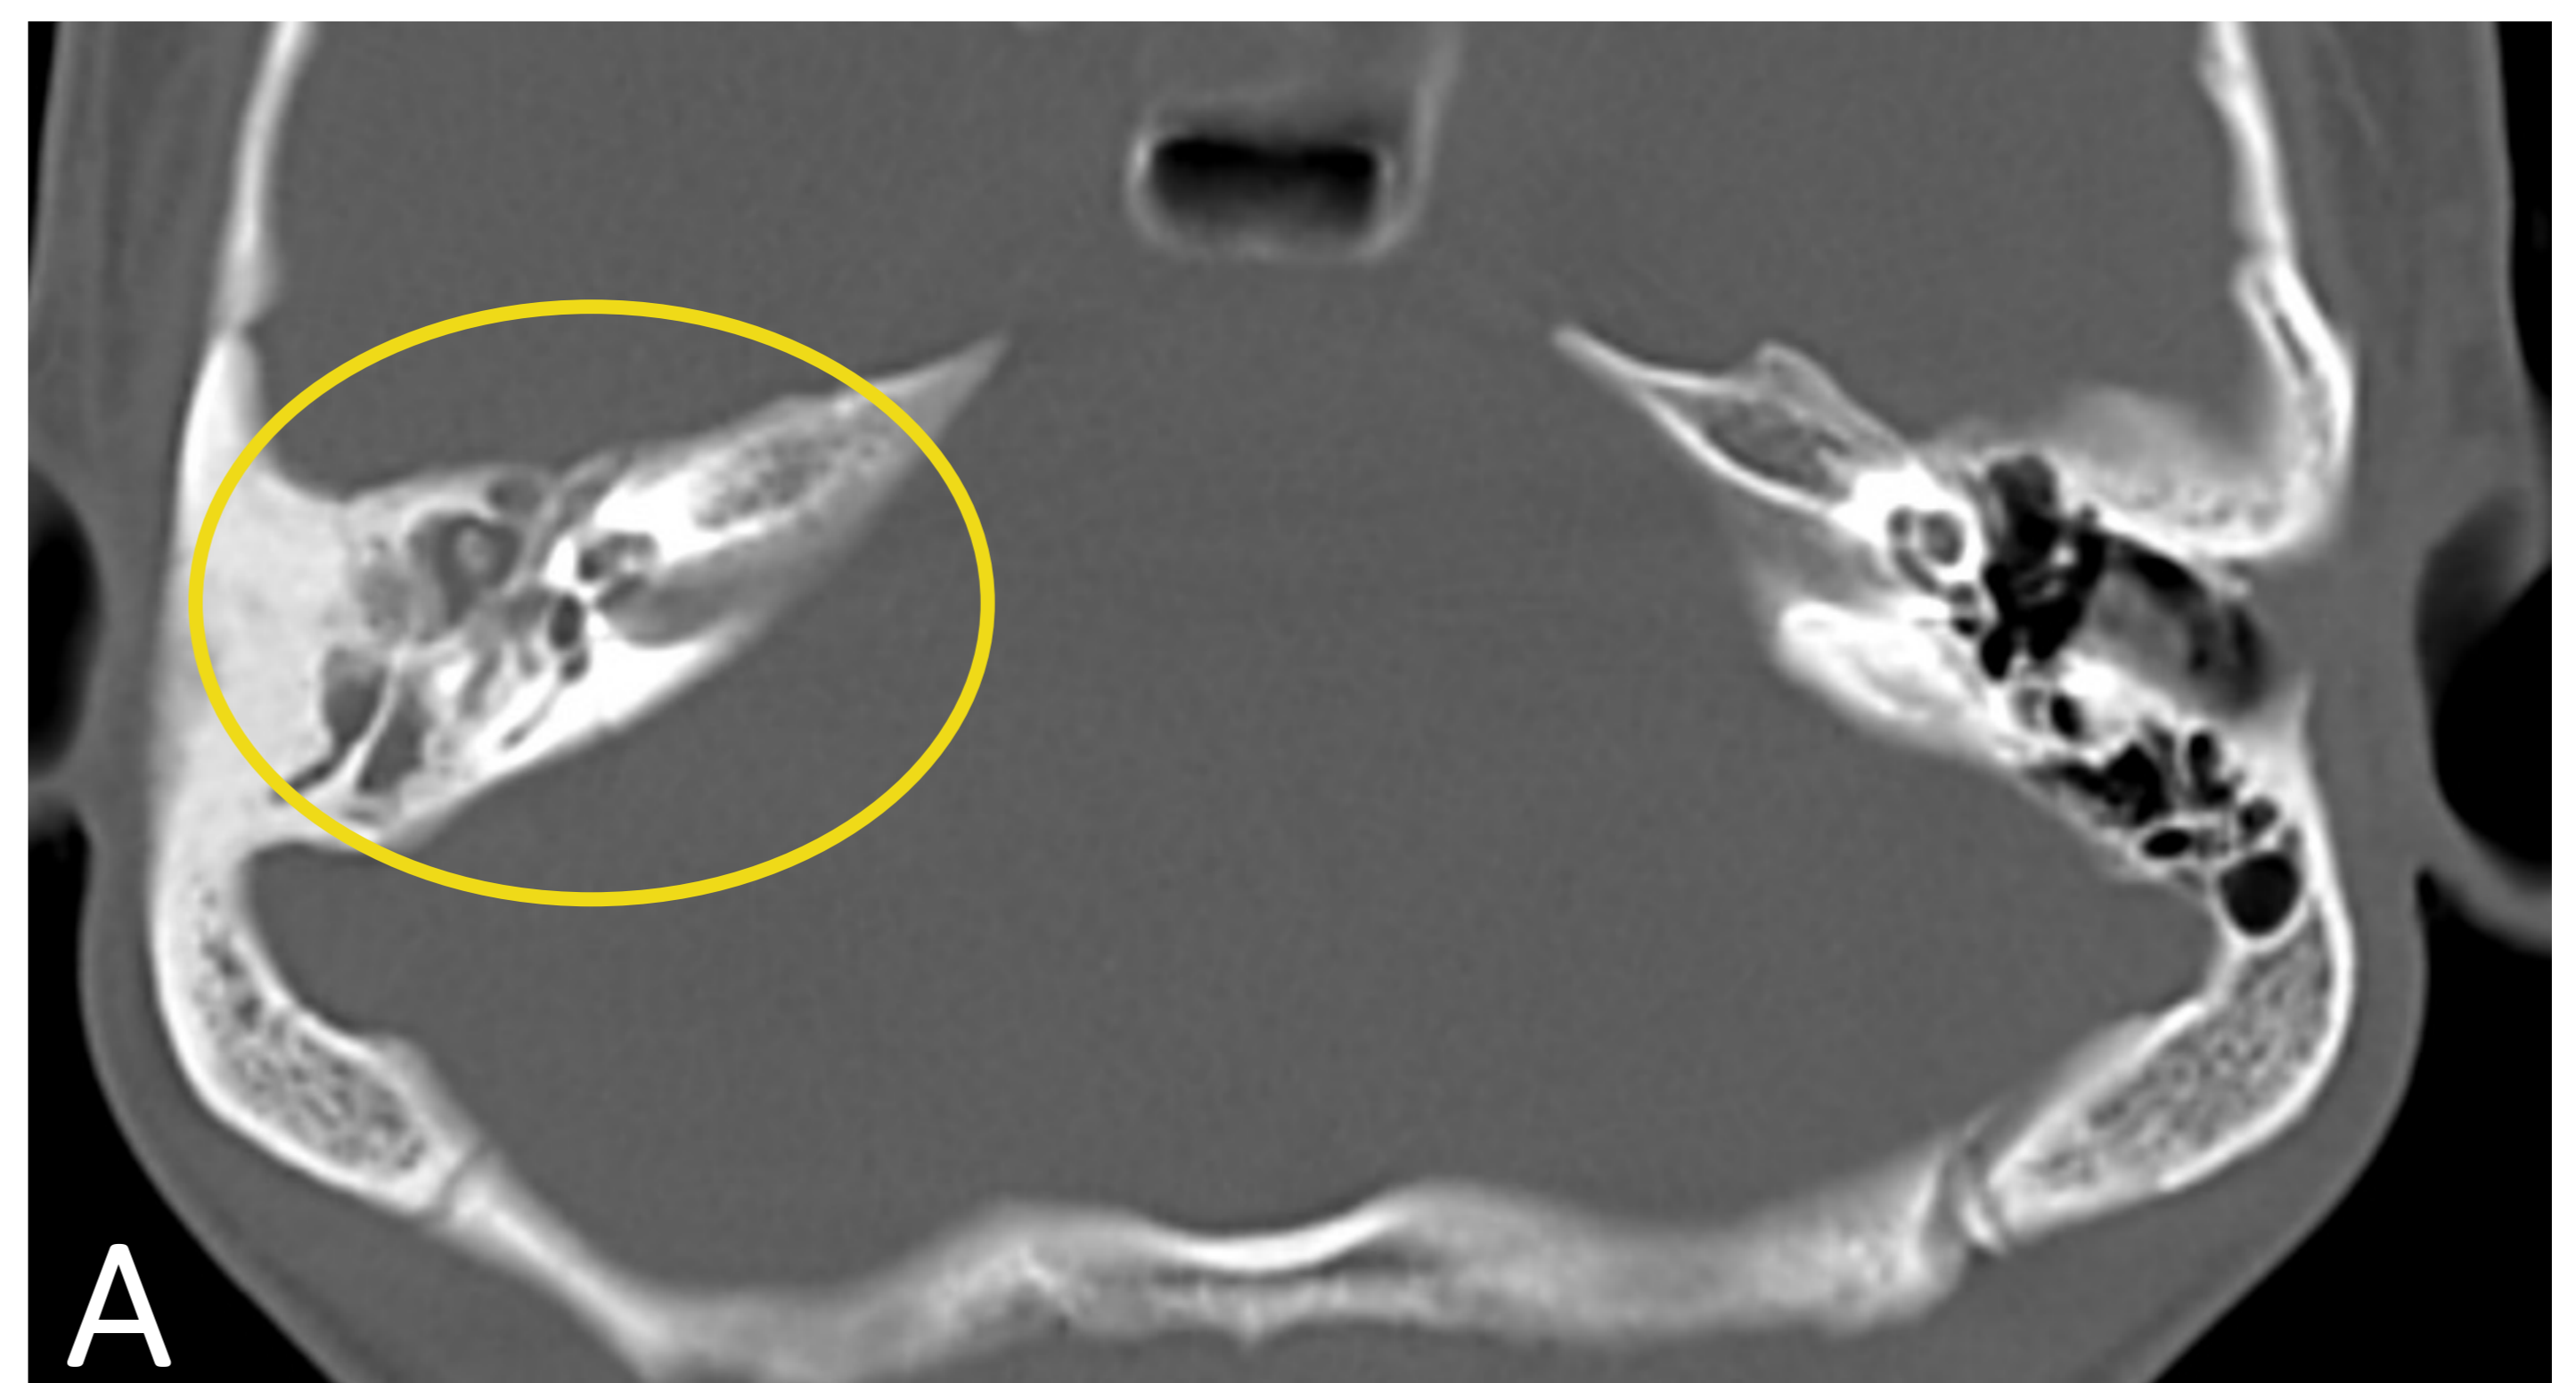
TC axial ventana de hueso. Otomastoiditis derecha con ocupación de celdillas mastoideas (círculo)
